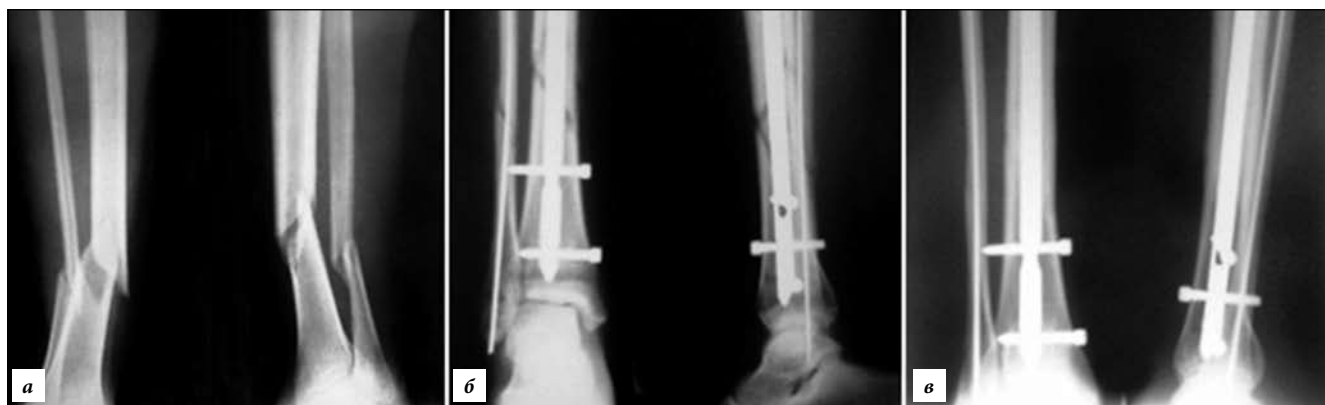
Пациентка М., 29 лет, косой перелом обеих костей голени ниже истмальной части на одном уровне – 42 А2. На 4-е сутки выполнен интрамедуллярный остеосинтез большеберцовой кости тибиальным стержнем и малоберцовой кости – эластичным титановым стержнем (рентгенография):
